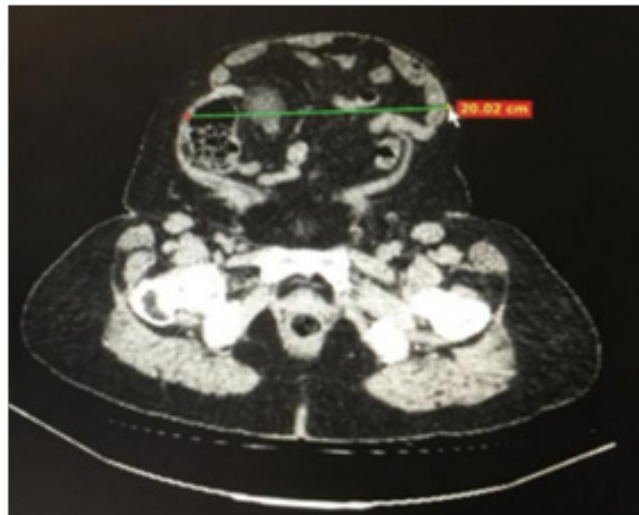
Saco herniário (TC corte axial)
